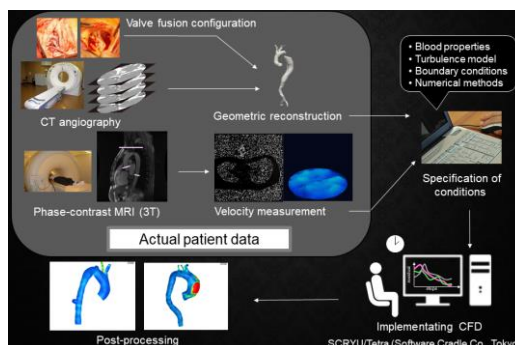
3D-CTとPC-MRIデータに基づくCFDシステム
